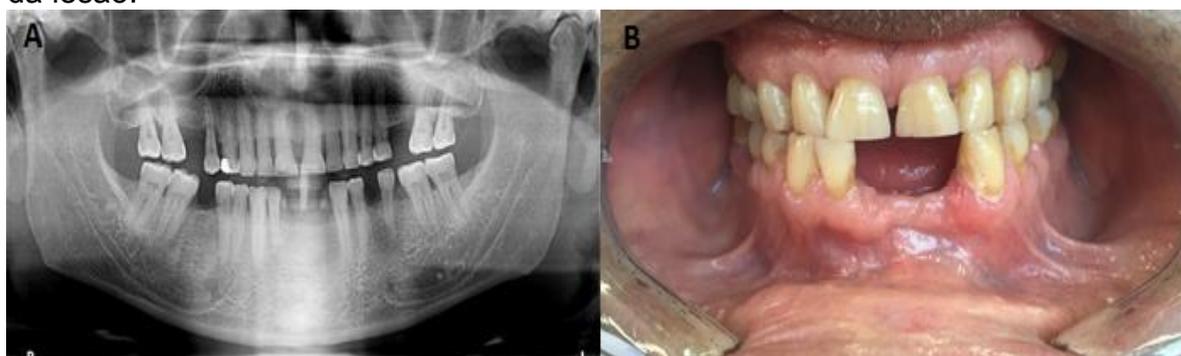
Radiografia panorâmica apresentando sinais sugestivos de presença de área radiolúcida circunscrita, bem delimitada, em região referente ao alvéolo da unidade 32, compatível com lesão cística. Fonte: os autores.
